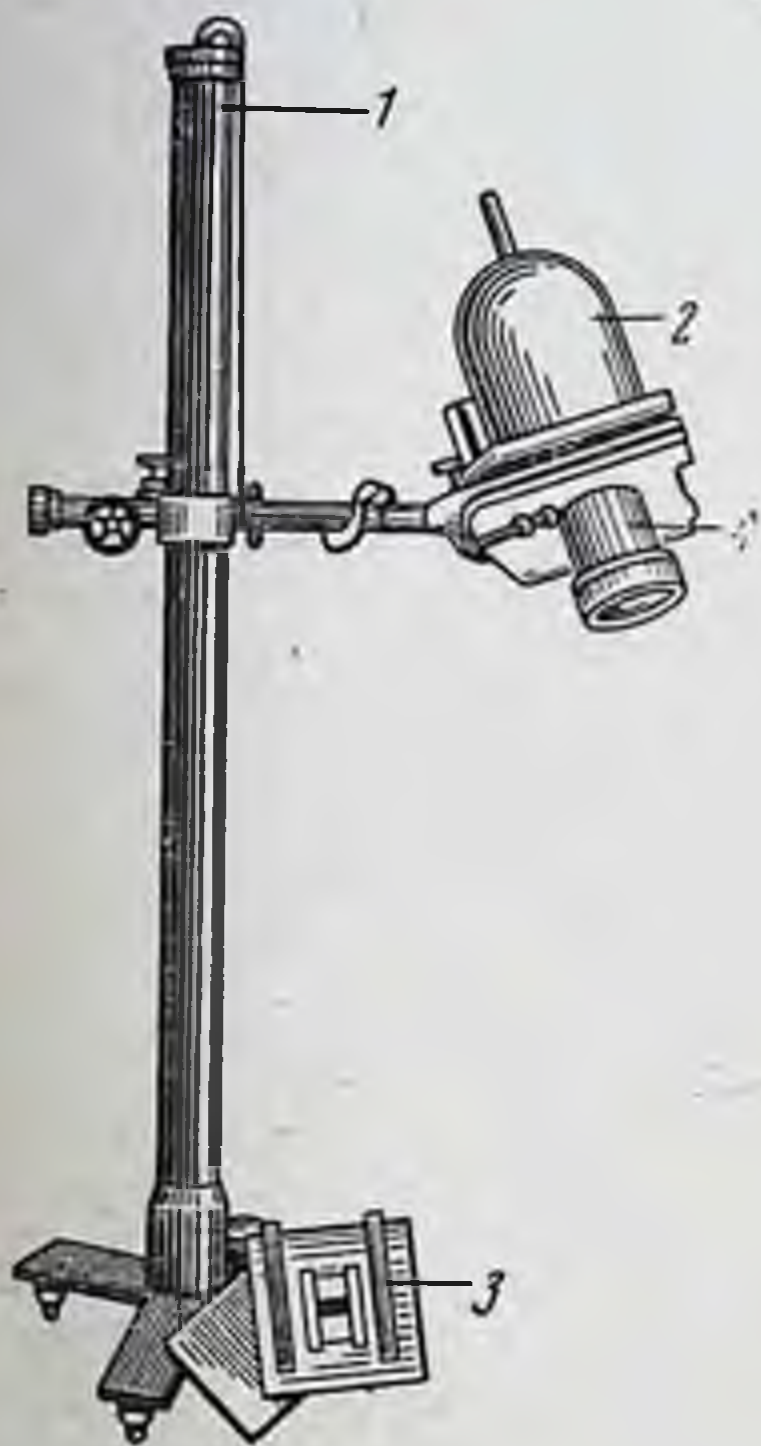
Штатив для рентгеновской трубки.
